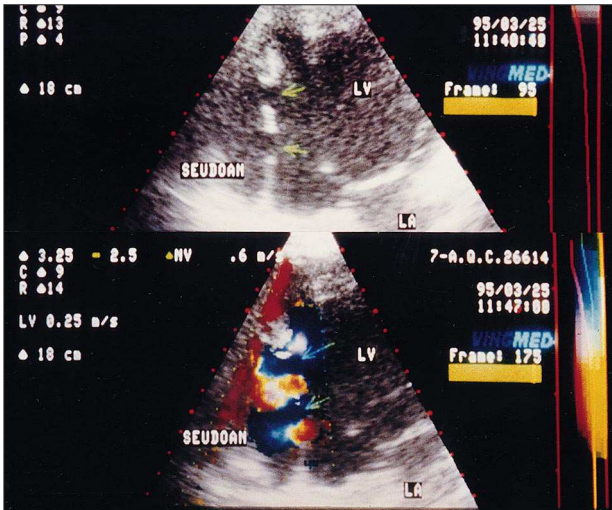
Superior: eco 2D, apical 2 cámaras. Pared inferior del ventrículo izquierdo (VI) adelgazada con dos soluciones de continuidad (flechas) que comunican con el FA; inferior: Doppler color. Se aprecia en sístole flujo (azul) desde el VI hacia FA a través de ambas bocas de entrada (flechas); LA: aurícula izquierda; LV: ventrículo izquierdo.
